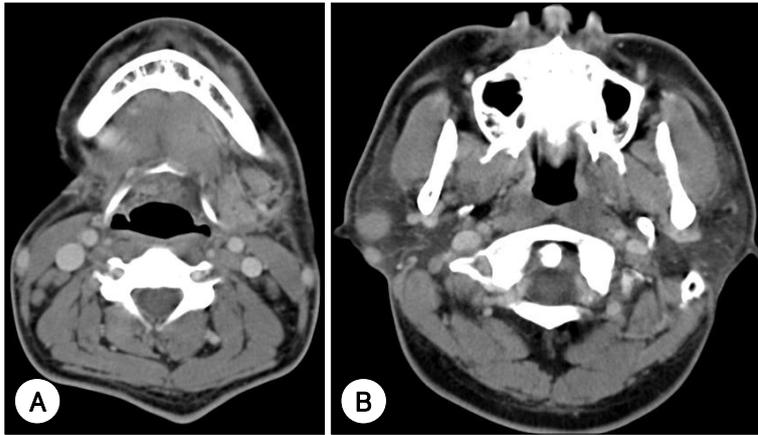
Preoperative axial CT scan. A : Well capsulated intraparotid enhancing masses in right parotid gland. B : Diffuse enlarged left submandibular gland with intermediate to high signal density.
